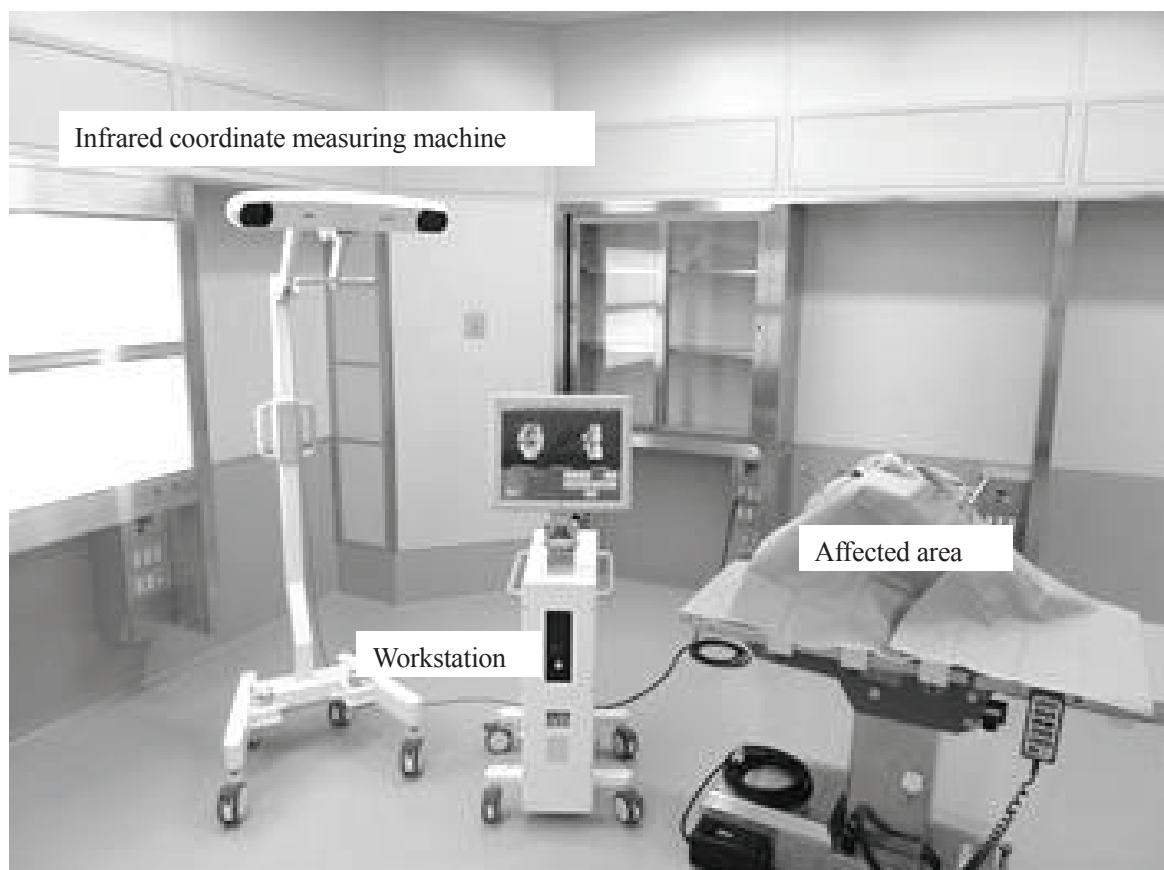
Overview of CT-based navigation system
